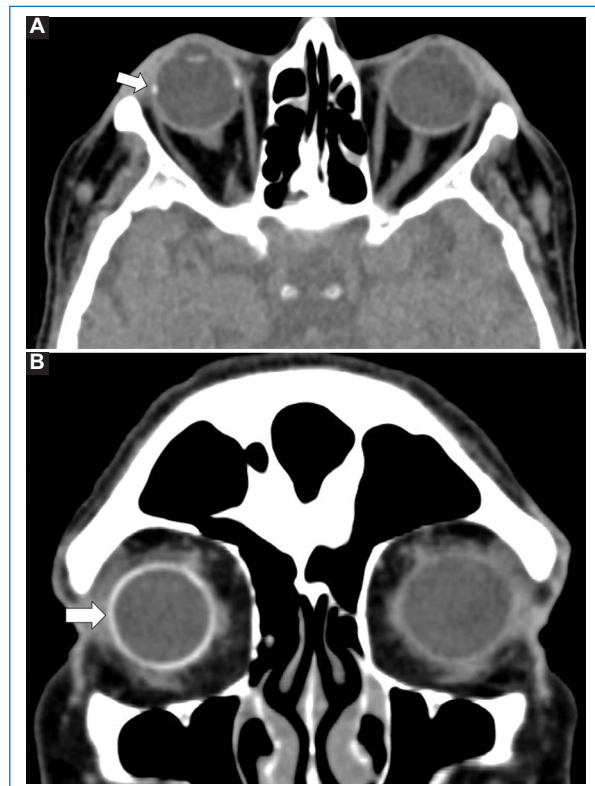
Banda escleral en el globo ocular derecho. A: TC simple de los ojos en plano axial. B: coronal con ventana de tejidos blandos que demuestra banda escleral de silicona en el ojo derecho (flecha), la cual consiste en un anillo externo de alta atenuación que ejerce presión sobre el globo ocular.
